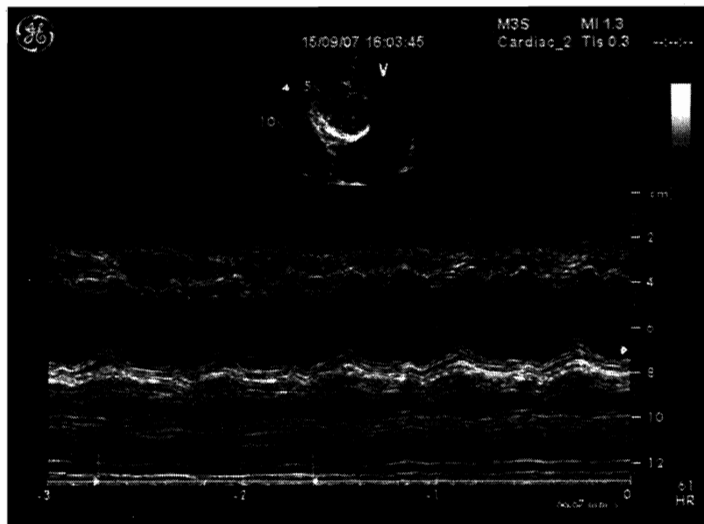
M型超声显示缩窄性心包炎室间隔异常运动
